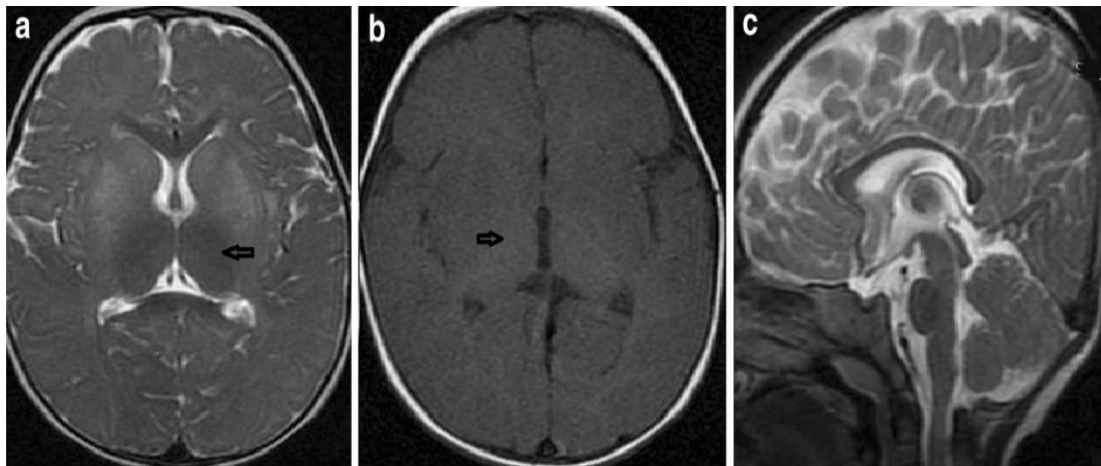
IRM d'un enfant atteint de Gangliosidose à GM2
